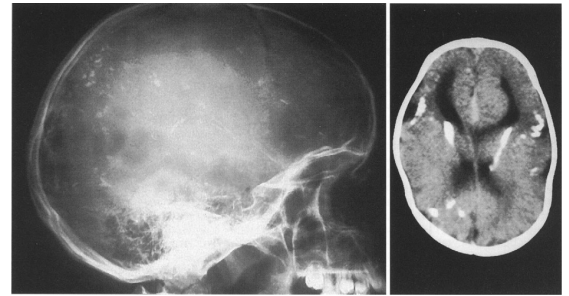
Pränatale Toxoplasmose eines Kindes durch Infektion der Mutter während der Schwangerschaft. Gut sichtbare Gehirnverkalkungen (weiße Areale) im Röntgenbild und Computertomogramm (CT).
